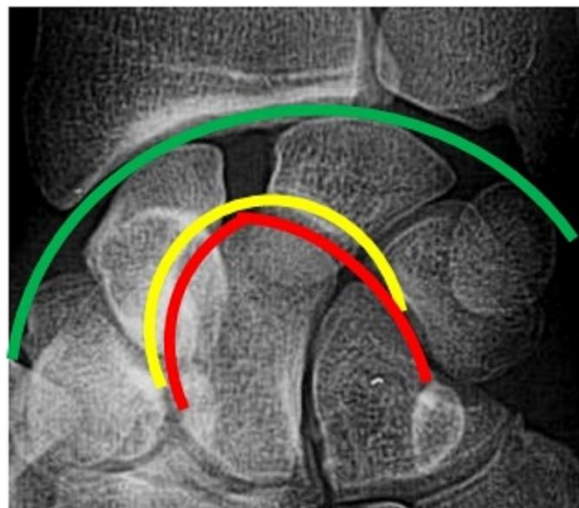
Tracé des arcs de Gilula sur une radiographie de face poing fermé.
